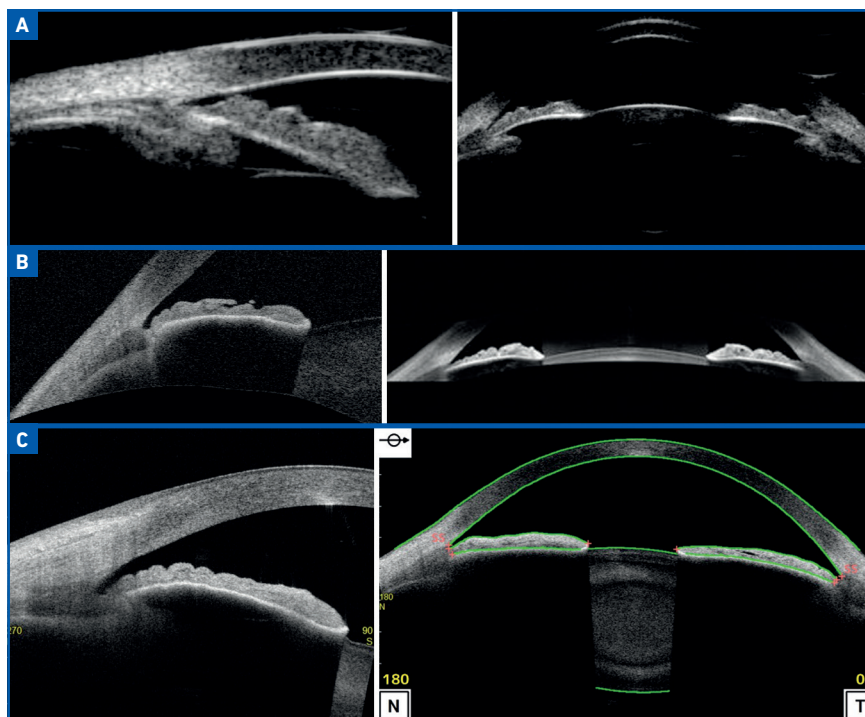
Coupes échographiques en UBM montrant la parfaite visualisation des structures du segment antérieur et notamment des éléments en arrière de l'iris. B : coupes de segment antérieur d'un OCT de rétine avec module de segment antérieur. Noter la qualité des images de la cornée mais l'absence de visualisation des structures en arrière de l'iris. C : coupes de segment antérieur d'un OCT de segment antérieur (avec longueur d'onde spécifique) donnant encore plus de précision sur la cornée mais toujours avec une absence de visualisation en arrière de l'iris.
